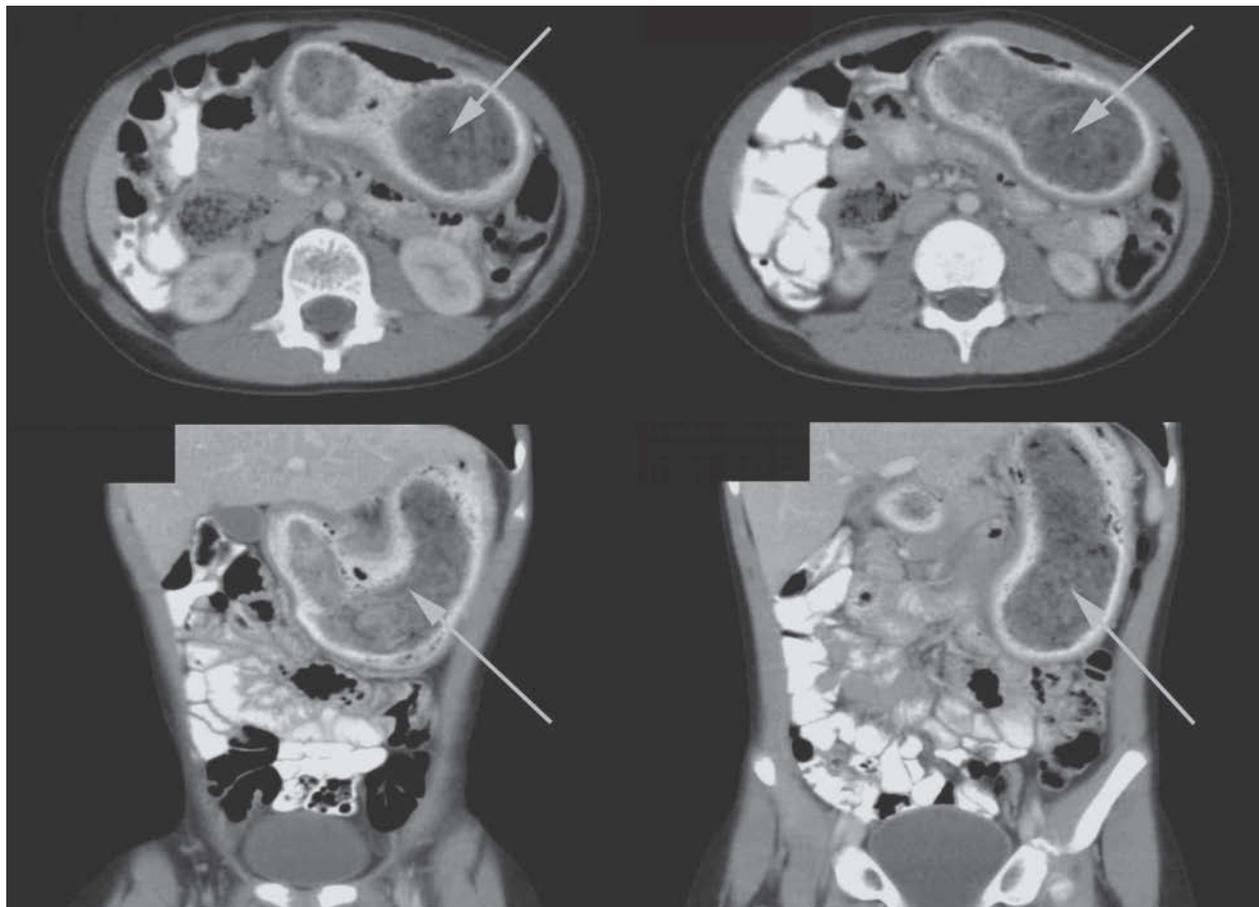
La prueba casi definitiva para estos casos es la tomografía computarizada (TC) multiplanar, que muestra una serie de cortes axiales y coronales que descubren una ocupación estomacal por el tricobezoar (flechas) relleno de todo el estómago y rodeado de contraste oral.
